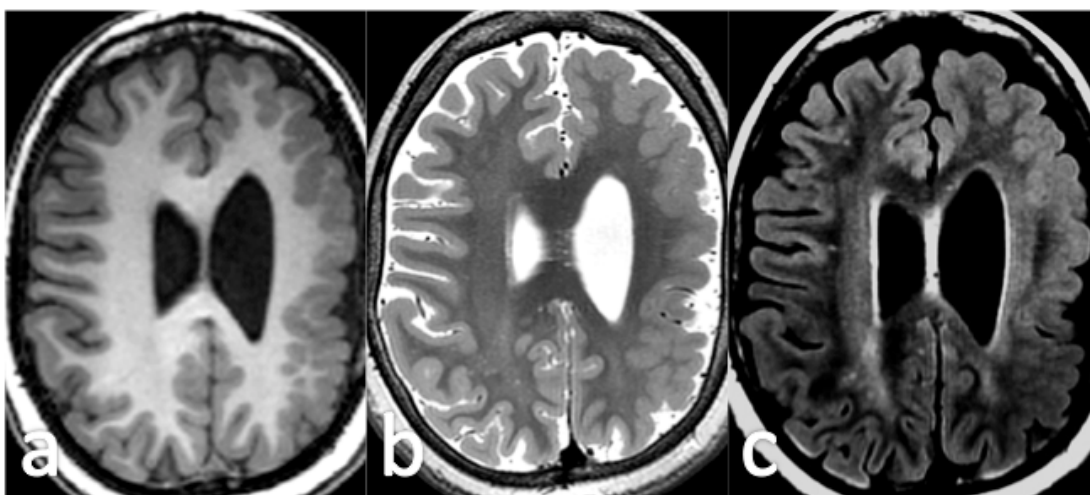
Cortes de 1 mm en 3T con secuencias T1 (a) T2 (b) v FLAIR (c).
